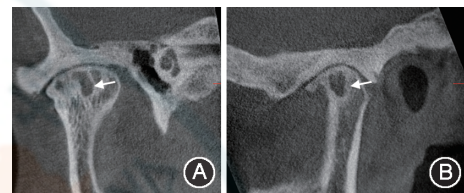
颞下颌关节退行性关节病患者右侧髁突锥形束CT影像,关节间隙变窄,同时伴骨皮质下囊样变(箭头示)、骨松质硬化、髁突前缘骨质增生 A:冠状位;B:矢状位
